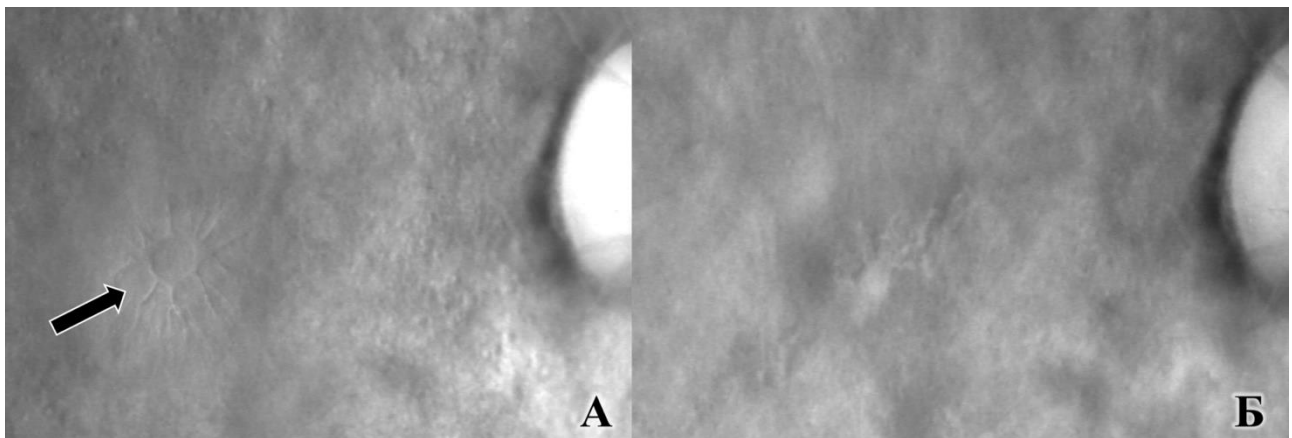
Пациент М., 27 л., ИБ Г28576\15 OD контузия глазного яблока, гифема, травматический мидриаз, контузионная ретинопатия, травматический макулярный разрыв. Visus OD = 0,3 н\к. Изображение макулярной области в разных режимах сканирующего офтальмоскопа. А) Ретро-режим: видны четкие границы макулярного разрыва с перифокальным кистозным отеком (указано стрелкой) Б) Исследование в ретро-режиме через 1 месяц после травмы: произошло структурное восстановление макулярной зоны, отсутствуют явления кистозного отёка
